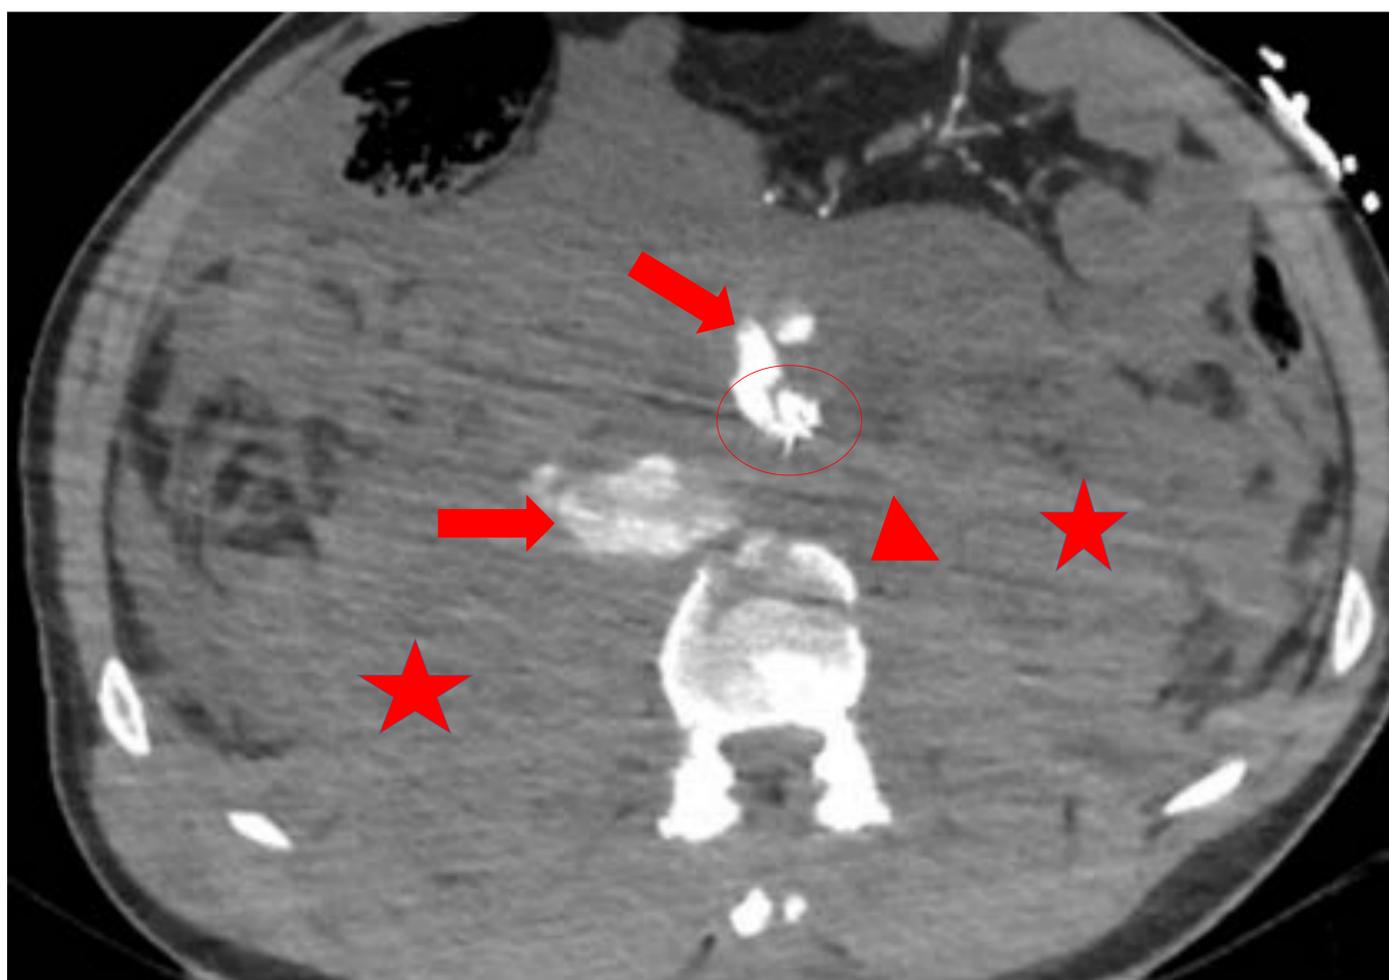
TC abdominal. Focos de extravasación de CIV periaórtico (flechas rojas). Fractura del cuerpo vertebral de L2 (cabeza de flecha). Hematoma intrabdominal masico (estrella). REBOA (círculo rojo).
